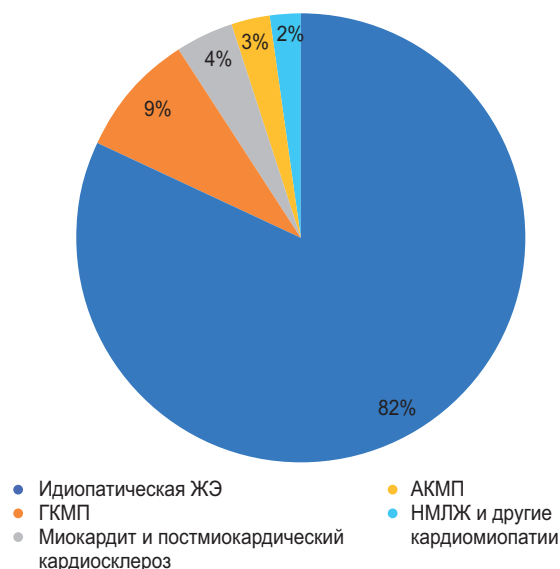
Диагнозы, предполагающие структурные изменения миокарда до проведения МРТ-исследования
